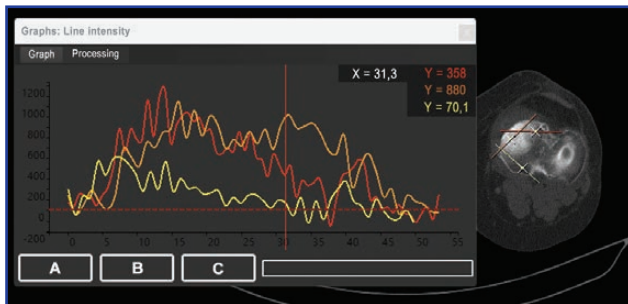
Приклад визначення рівня абсорбції кісткової тканини. Маркери на скані томограми визначають рівень оптичної щільності по прямій на діаграмі
